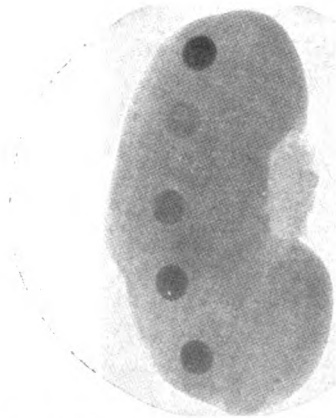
Dieselben Tabletten wie in Abb. 4 röntgenphotographiert, nachdem sie in einer Niere eingelegt waren.
